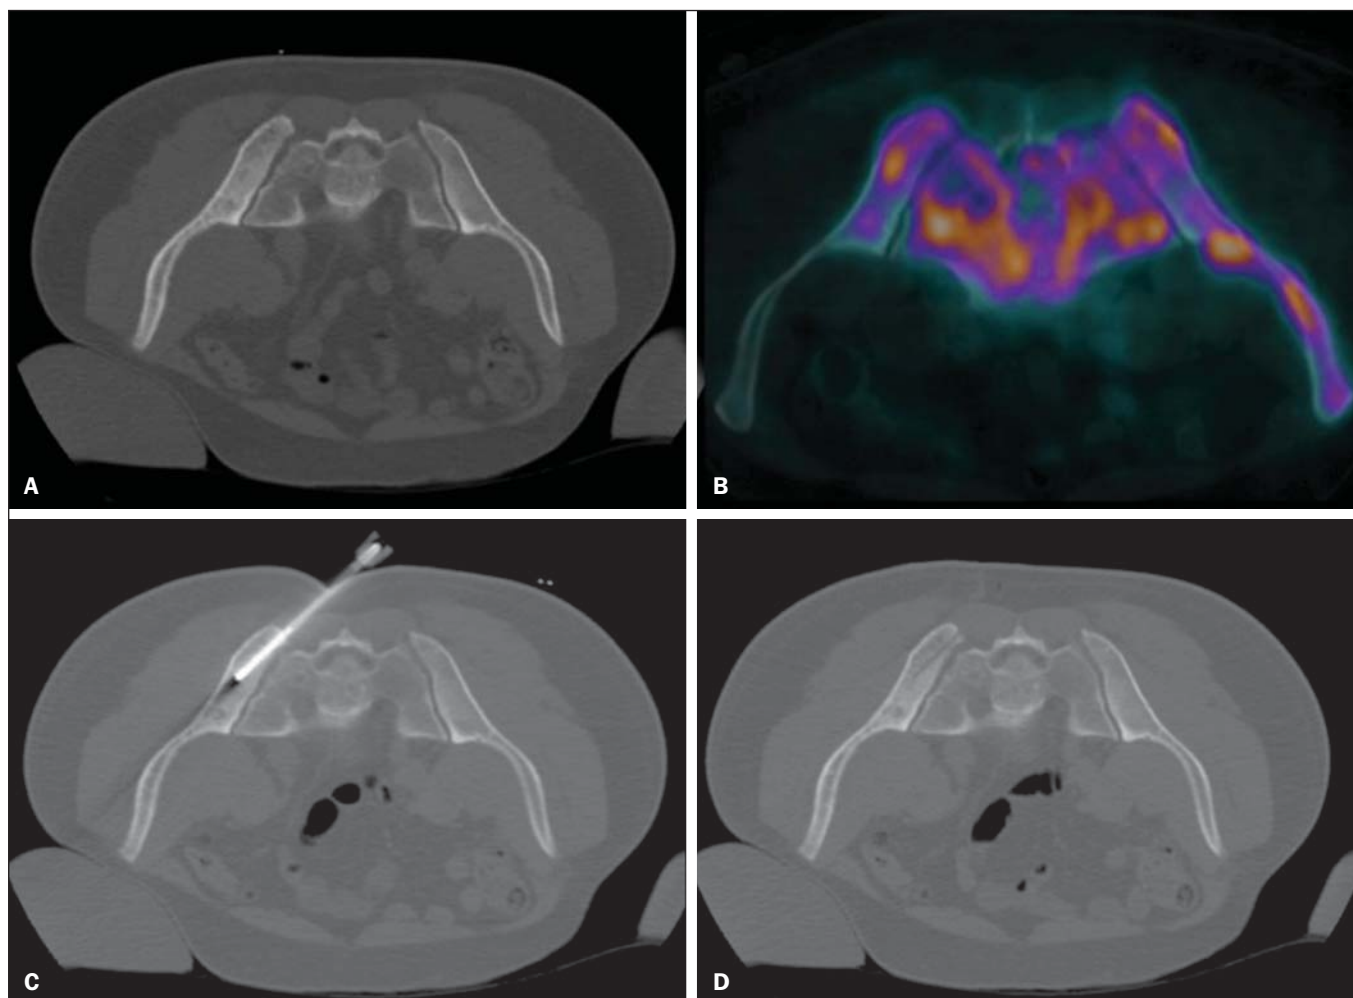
Biópsia óssea percutânea guiada por TC e orientada por PET/CT comprovou infiltração por linfoma não Hodgkin no íliaco. A: TC pélvica de planejamento com marcador metálico na pele demonstra alteração textural óssea discreta e difusa no íliaco esquerdo. B: PET/CT identifica áreas de maior atividade metabólica, permitindo escolha adequada da lesão alvo. C: Agulha posicionada na lesão alvo. D: Controle pós-biópsia sem complicações imediatas.
